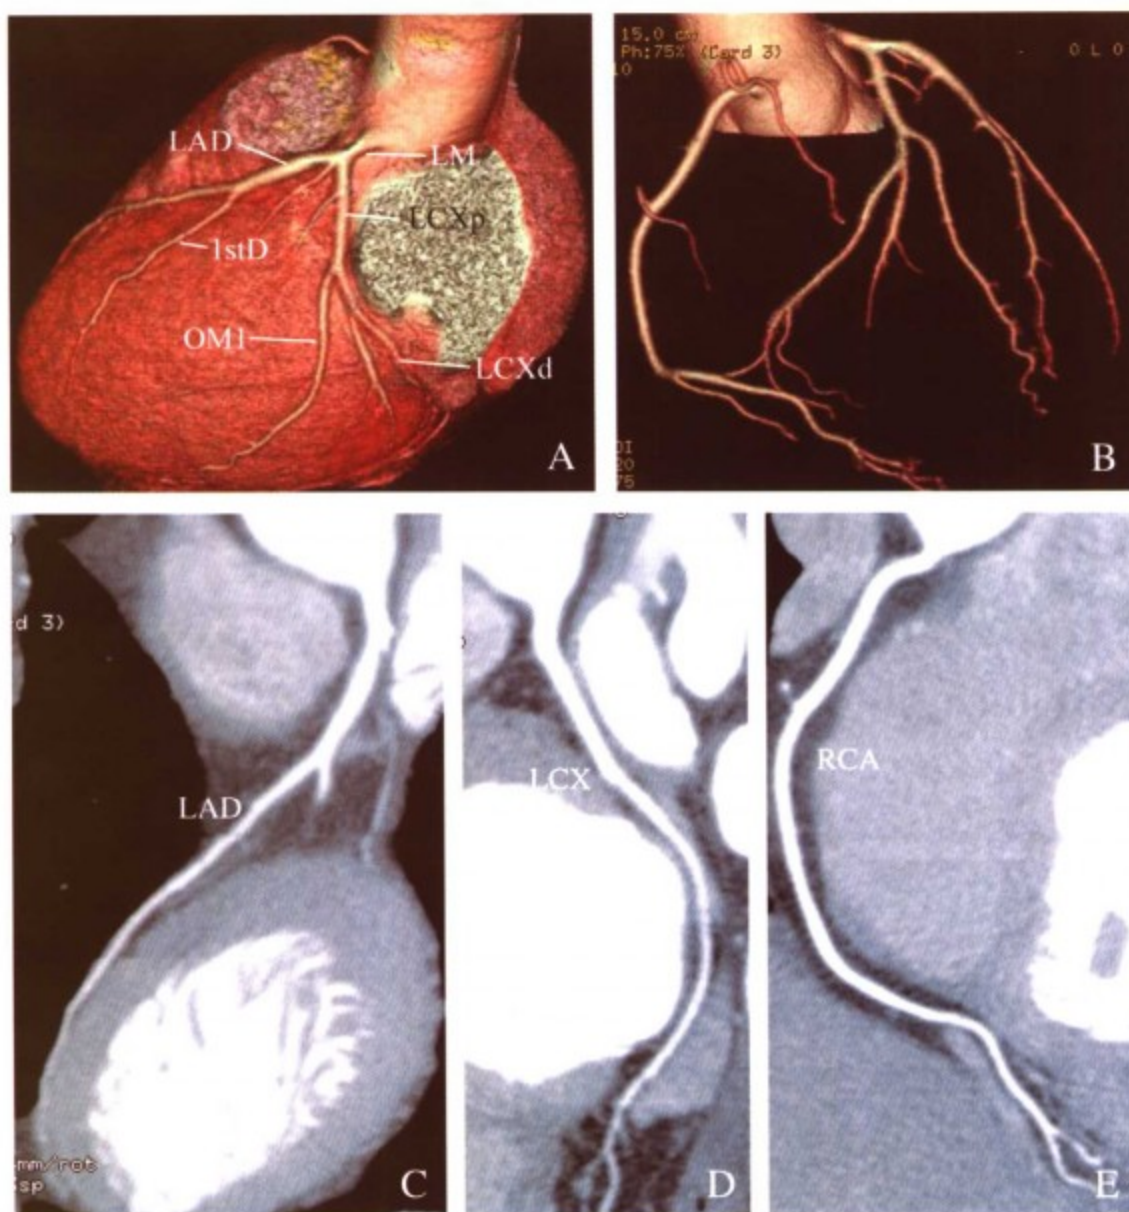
128 层螺旋 CT 冠状动脉正常图像。A, VR 重建图像显示心脏与左冠状动脉的关系; B, VR 重建图像显示左右冠状动脉树; C, CPR 图像显示前降支 (LAD) 血管正常; D, CPR 图像显示回旋支 (LCX) 正常; E, CPR 图像显示右冠状动脉 (RCA) 正常
